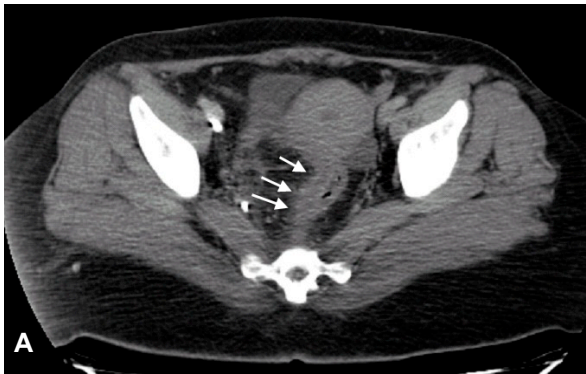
Rektum düzeyinden geçen BT kesitinde, rektumda ve sigmoid kolon distal kesiminde difüz duvar kalınlık artışı ve enflamasyona ikincil mezorektumda kirlenme ve dansite artışları (*oklar*). Duvar kalınlık artışının sonlandığı, geçiş bölgesindeki normal sigmoid kolon (*kesikli ok*).
